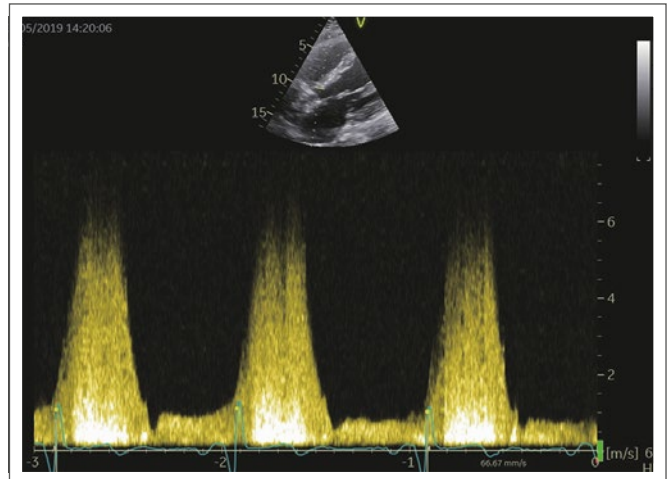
Gleicher Pat. wie Abb. 18; CW-Doppler über dem VSD mit 5,5 m/s, entsprechend 120 mmHg. Nun muss man noch den systemischen RR messen (war 140 mmHg systol.), somit ist der VSD drucktrennend.
